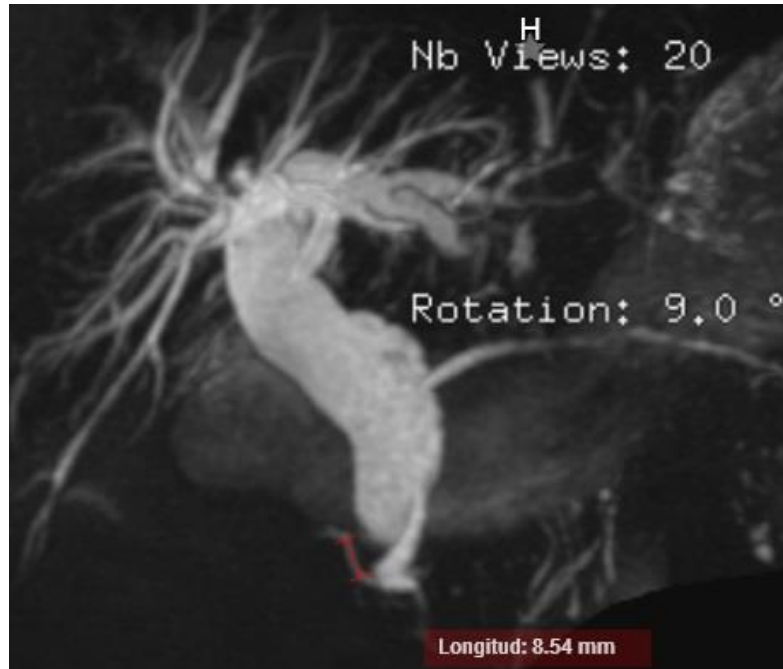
Se observa CP-RM de paciente femenino de 73 años de edad con hallazgo de quiste colédoco Ic. Se observa UAPC de tipo estenótico con longitud de 8.54mm.
